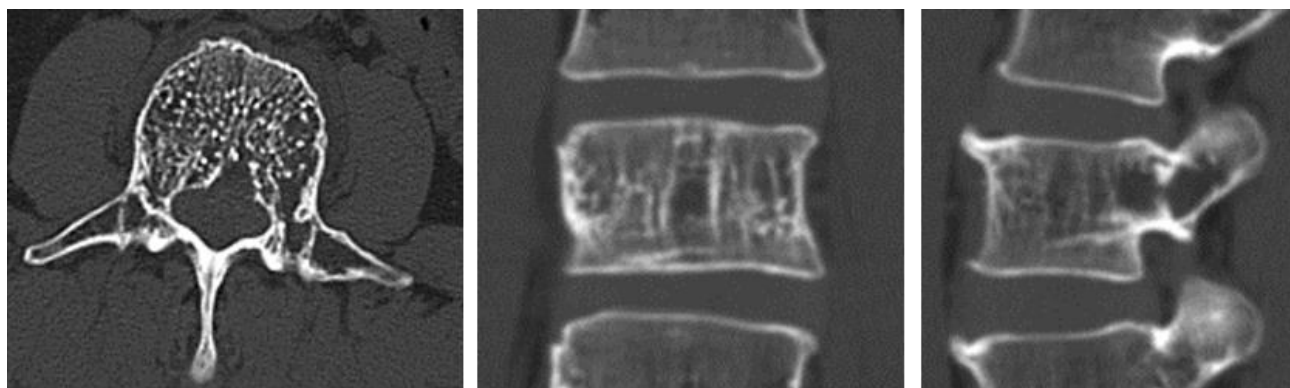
КТ L2 позвонка до операции. Тотальное поражение всего тела L2 позвонка с мягкотканым эпидуральным компонентом
